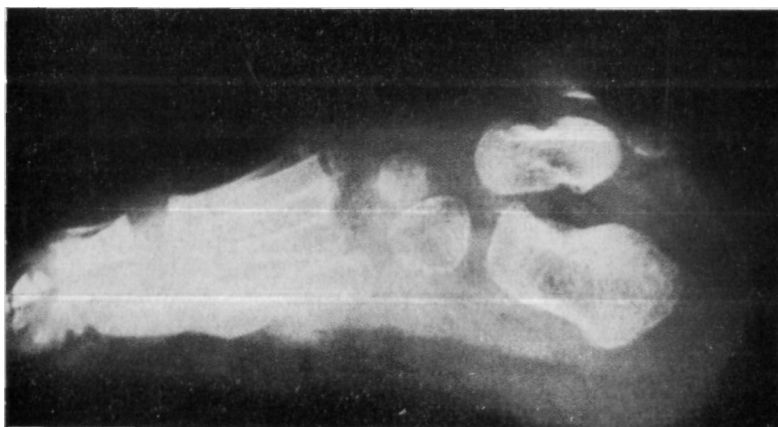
Рентгенограмма стопы (тот же больной, что на рис. 9.25).
